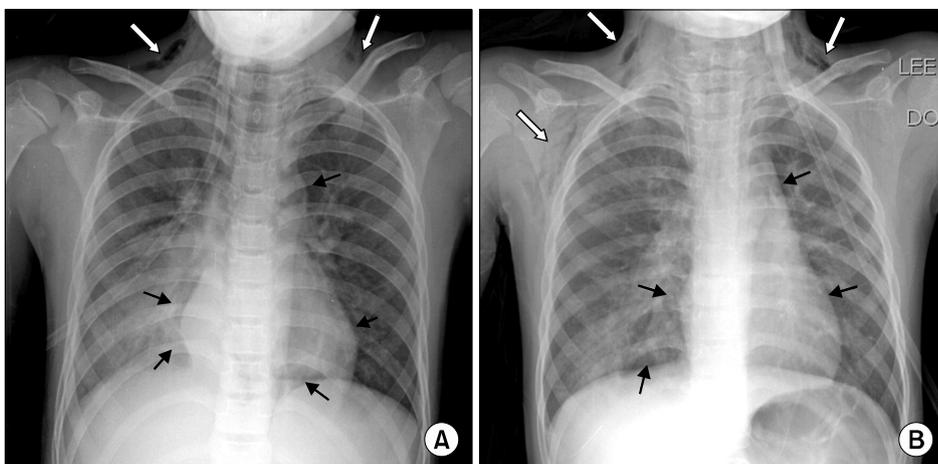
Chest roentgenograms showing spontaneous pneumomediastinum (black arrows) and subcutaneous emphysema (white arrows) in two children with H1N1 infection and pneumonia (case 1, A; case 2, B).
